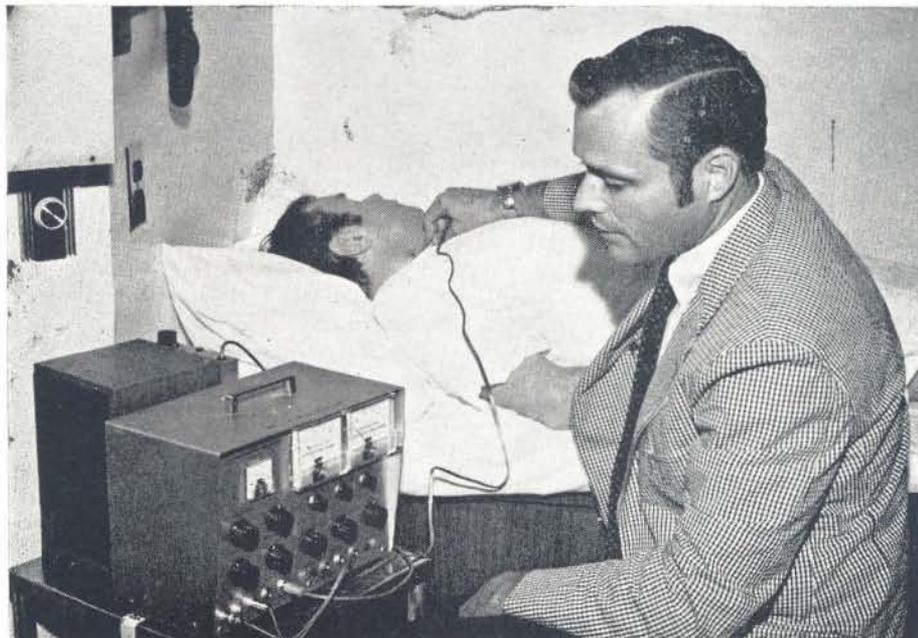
La determinación de la dirección del flujo sanguíneo en las arterias carótida común, vertebral y supraorbital —en cada lado del cuerpo— usando el Doppler, puede detectar oclusión/estenosis hemodinámicamente importante de las arterias carótidas, innominada y/o subclavia como la causa de isquemia cerebral transitoria.
